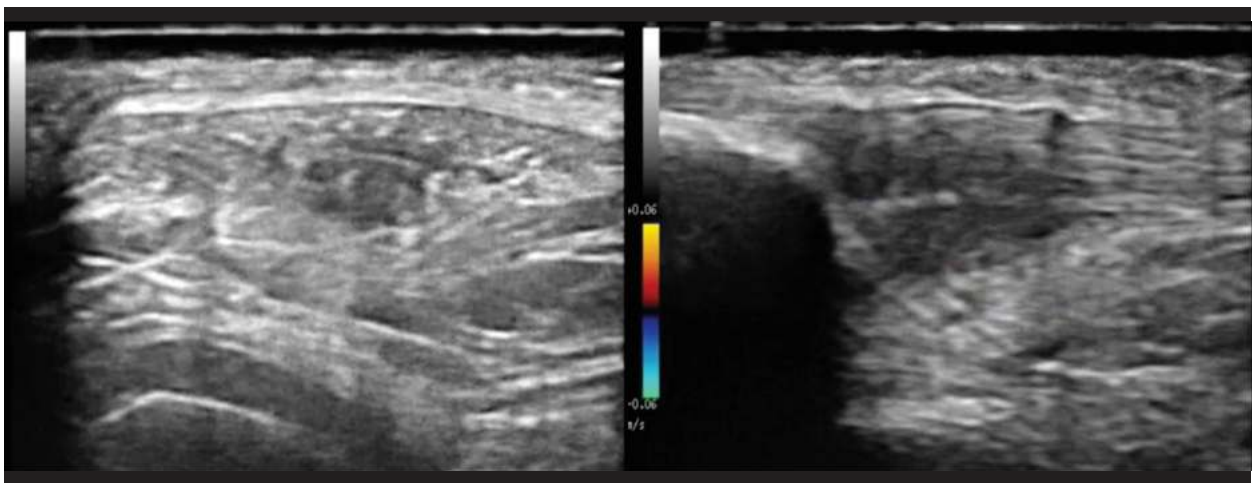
Caso 2. La ecografía realizada antes de la aplicación de la terapia con ondas de presión radial demostró un grosor y edema del tendón rotuliano proximal, así como una integridad completa de las fibras del tendón sin signos de vascularización peritendinosa.
